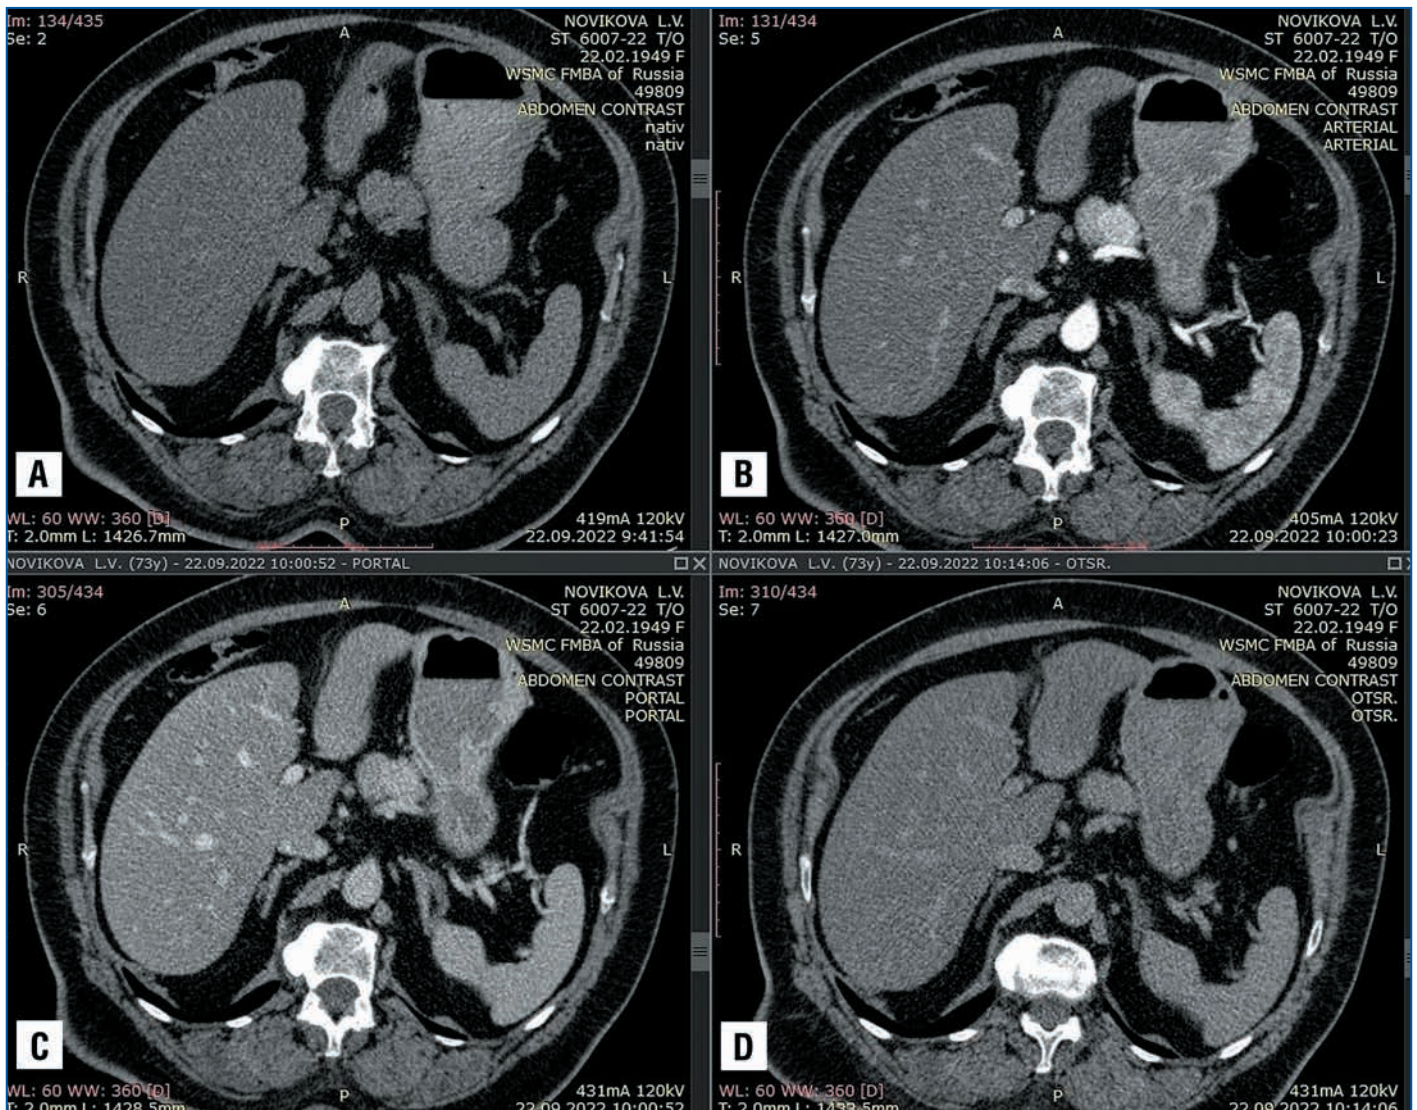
Данные МСКТ органов брюшной полости с внутривенным болюсным усилением. Аксиальная проекция: нативная (А), артериальная (В), портальная (С), отсроченная (D) фазы
